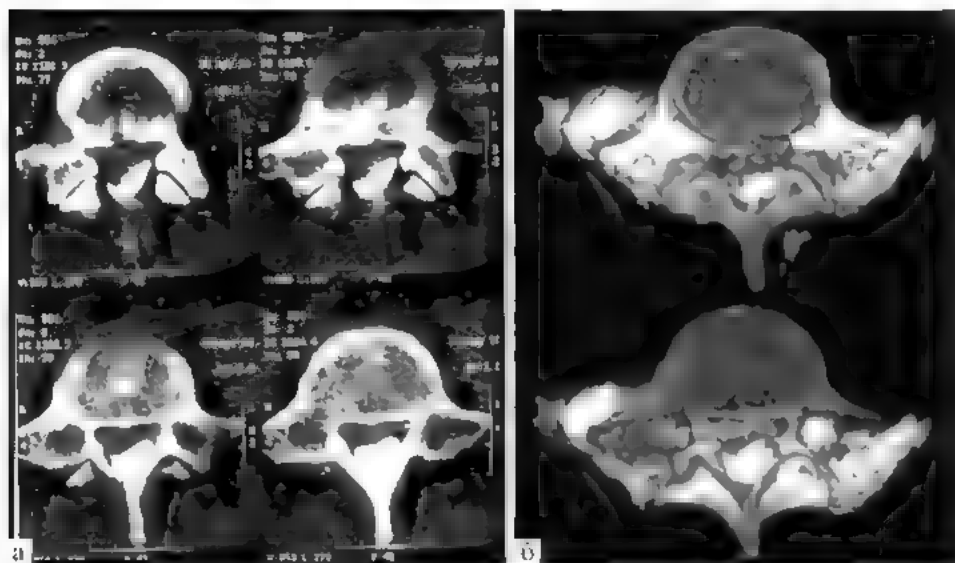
Стеноз позвоночного канала: а — КТ; б — МРТ; T2-взвешенное изображение
